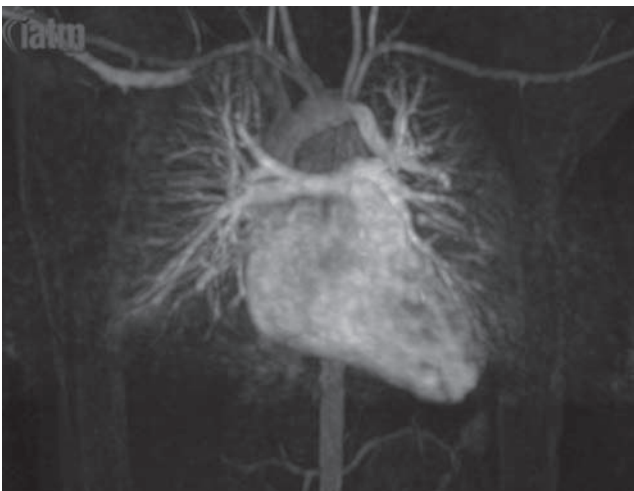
MIP coronal de la angiorrresonancia contrastada en fase pulmonar.
